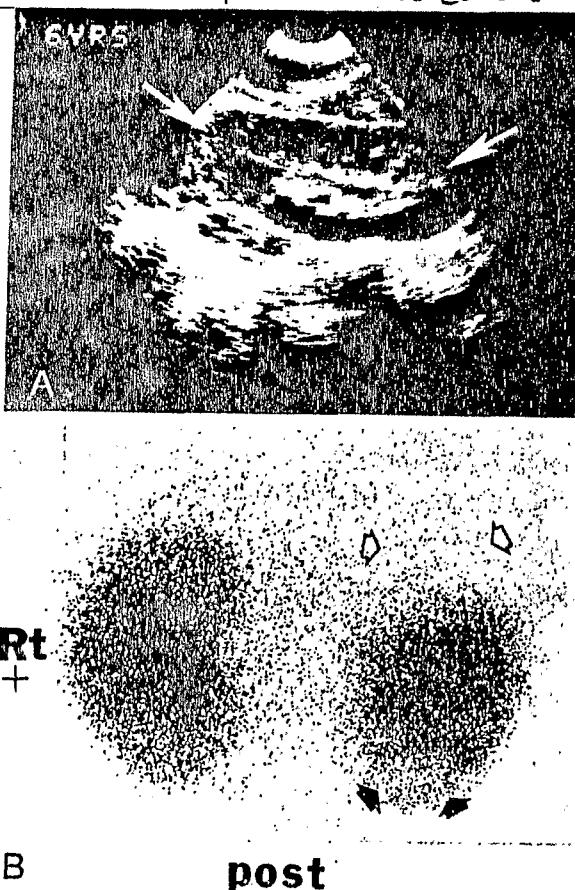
Pyelonephritis. A. Longitudinal sonogram of the left kidney (arrows) (6-year-old child) demonstrates no abnormality. B. Renal scintigraphy, 3 hours after injection of ^{99m}Tc -glucoheptonate, demonstrates normal renal cortical anatomy on the right side. On the left side, however, there is nonvisualization of the upper pole (open arrows) and a lesser cortical defect in the lower pole (arrows).
